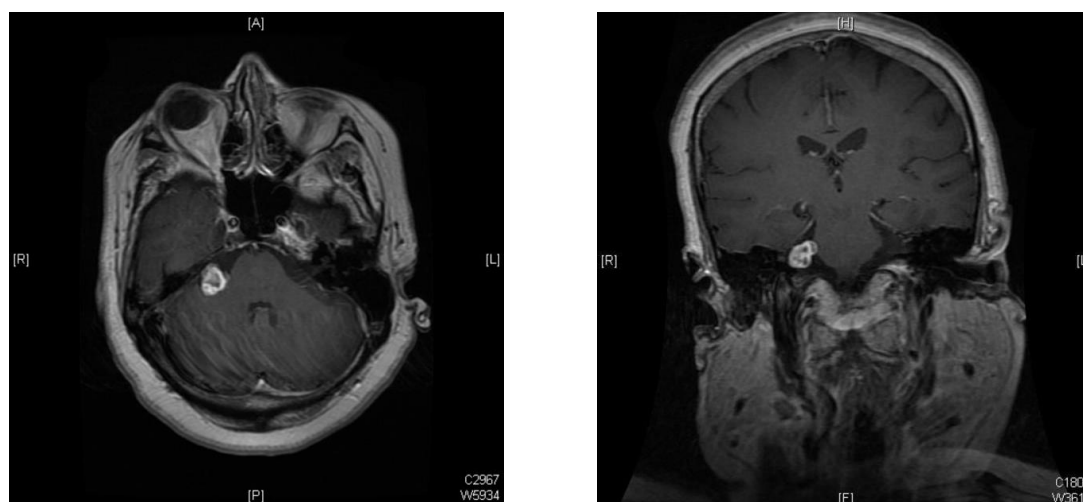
Imágenes de RMN en T1 con contraste de uno de los pacientes del estudio con NA en el lado derecho. A la izquierda, se muestra un corte axial. A la derecha, un corte coronal.
